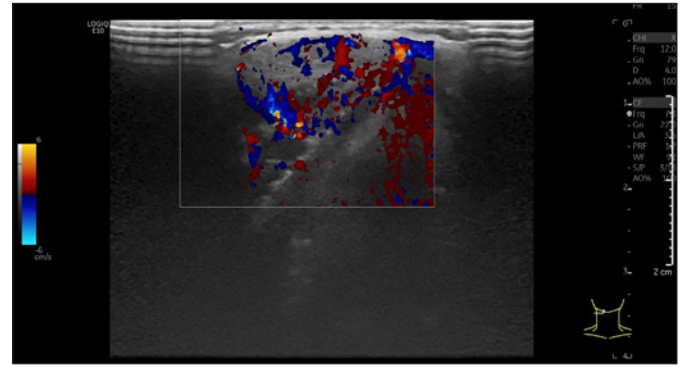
Ectopic thyroid Doppler.
